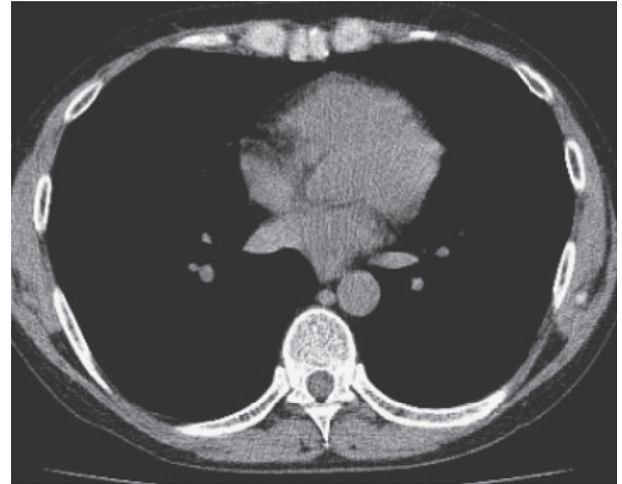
No abnormality can be seen in the chest CT, 11 months before the initial consultation.
